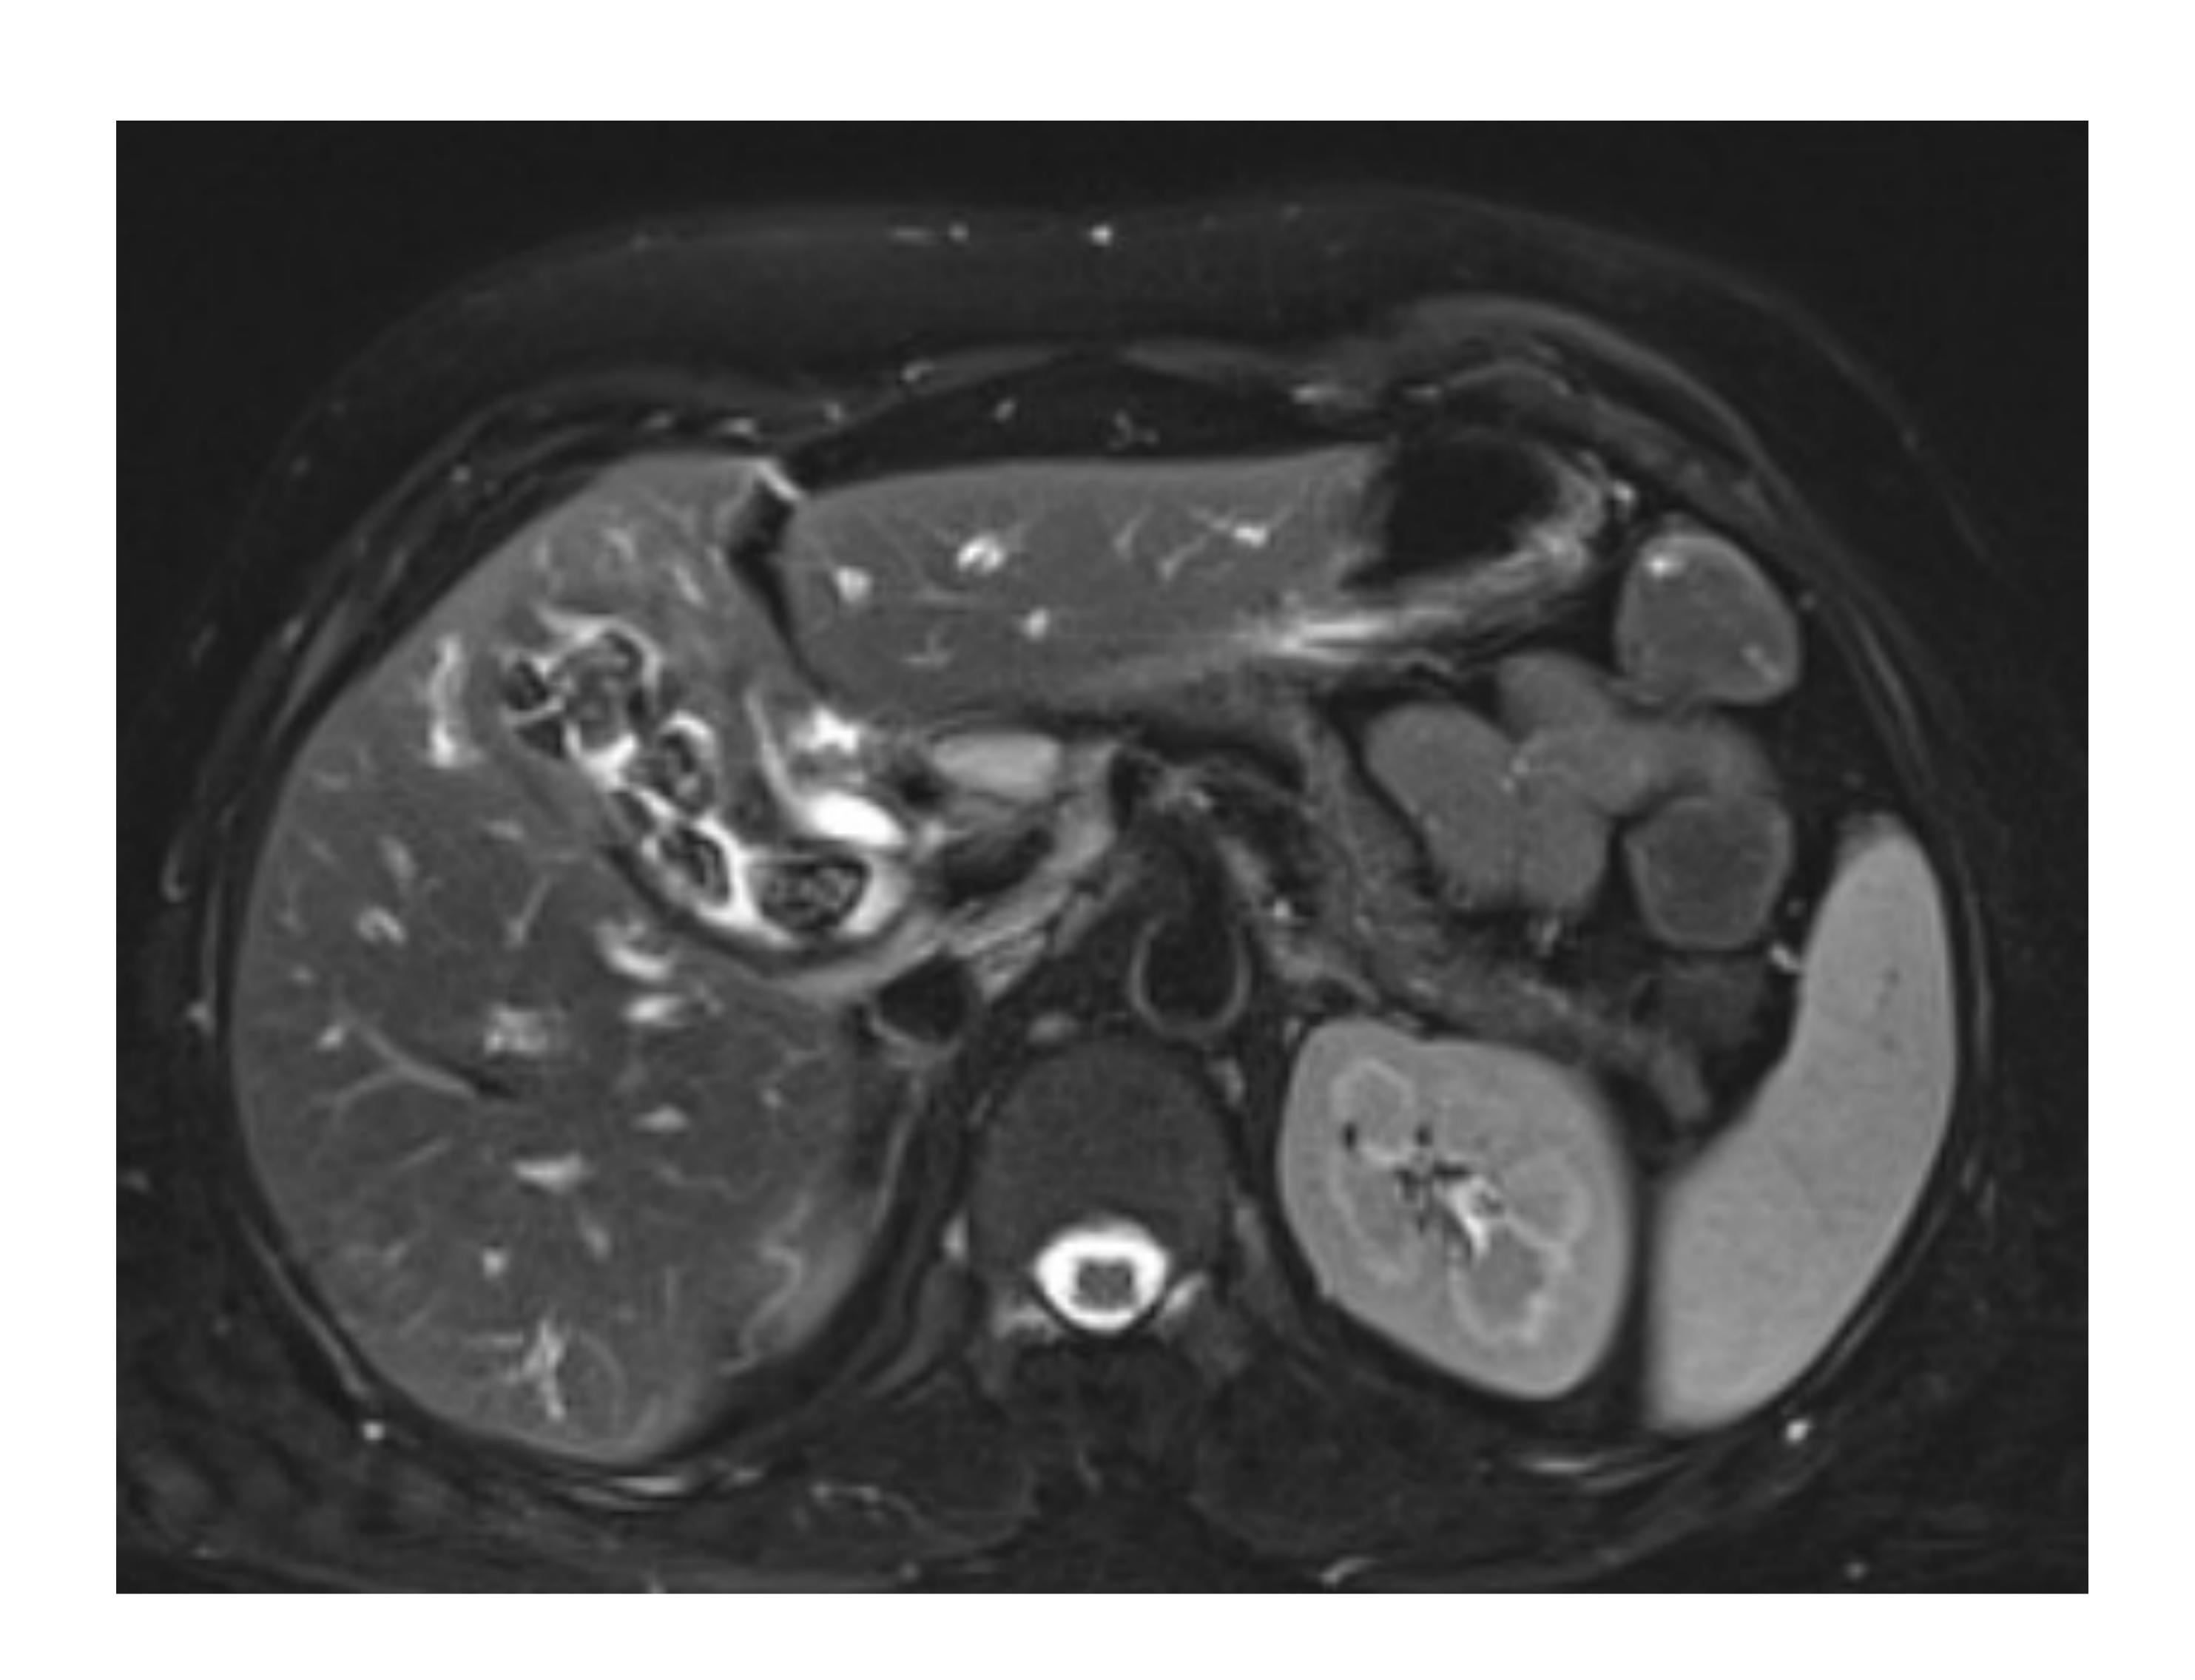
Secuencia axial T2FS de RM donde se observa la vesícula biliar con múltiples litiasis en su interior y engrosamiento de pared vesicular, sin evidencia de cambios inflamatorios.
